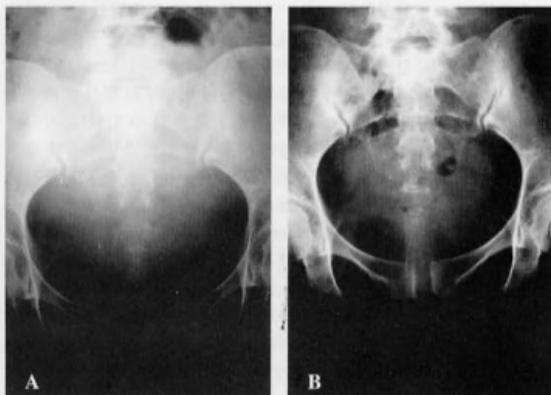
Thirty four-year-old primipara:(A) postpartum 7 day X-ray shows 34mm widening of symphysis pubis with osteochondral fracture fragment and 5 mm widening of right anterior-inferior sacroiliac joint space(arrow head). (B) After two weeks of pelvic sling, X-ray shows normal range of widening of sacroiliac joint (2mm) and still 9 mm separation of symphysis pubis.
